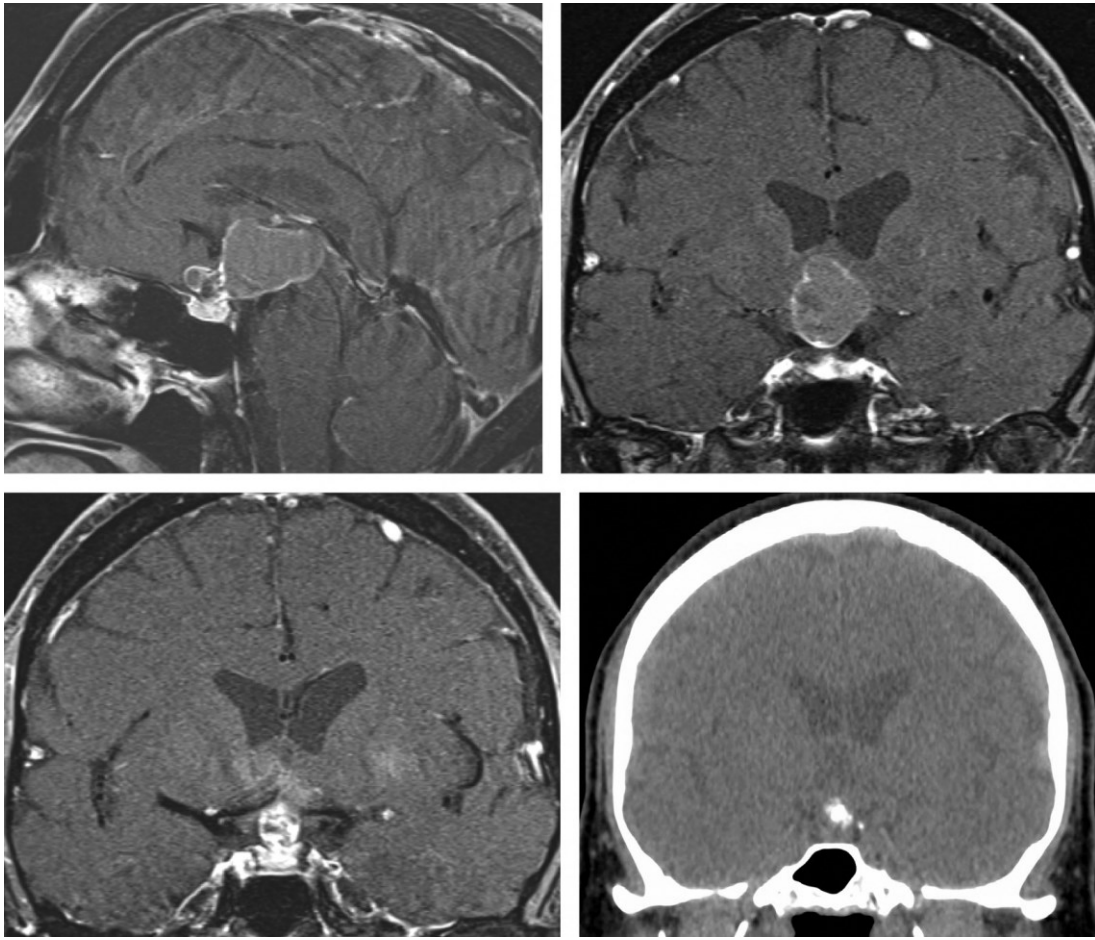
颅咽管瘤在 MR 图像上表现为不均匀的囊性和实质性信号（上图）。其囊性成分在 T1 相上表现为高信号，结节部分则表现为不均匀的显著强化（左下图）。CT 上表现为点状钙化（右下图）。
